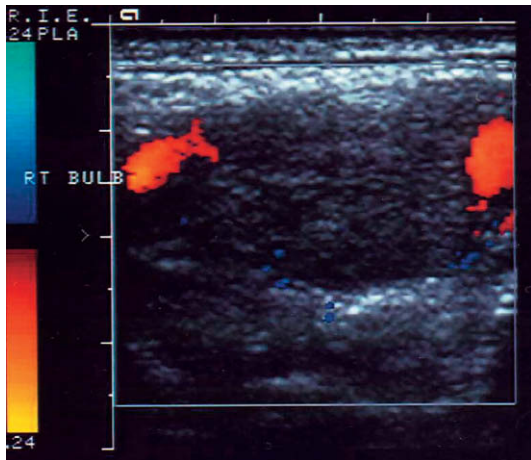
Un tumor del glomus carotídeo que separa las arterias carótidas interna y externa. El Doppler color muestra la circulación anómalo en el tumor.
